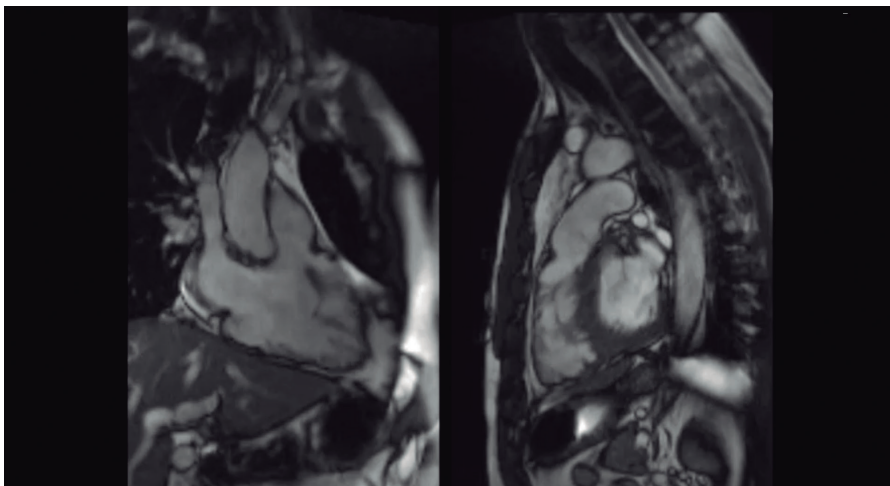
Ressonância magnética cardíaca — realce tardio no ápice do ventrículo esquerdo e parede livre do ventrículo direito.
